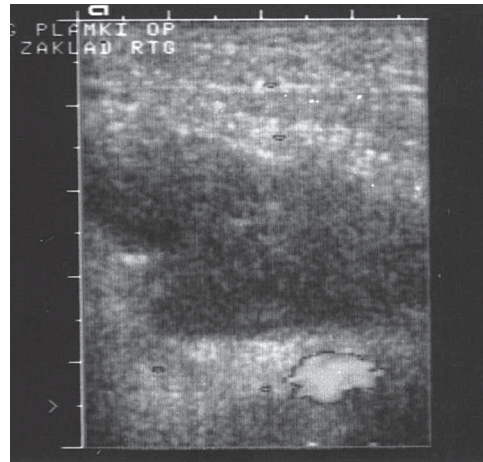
USG image of the lymph cyst
